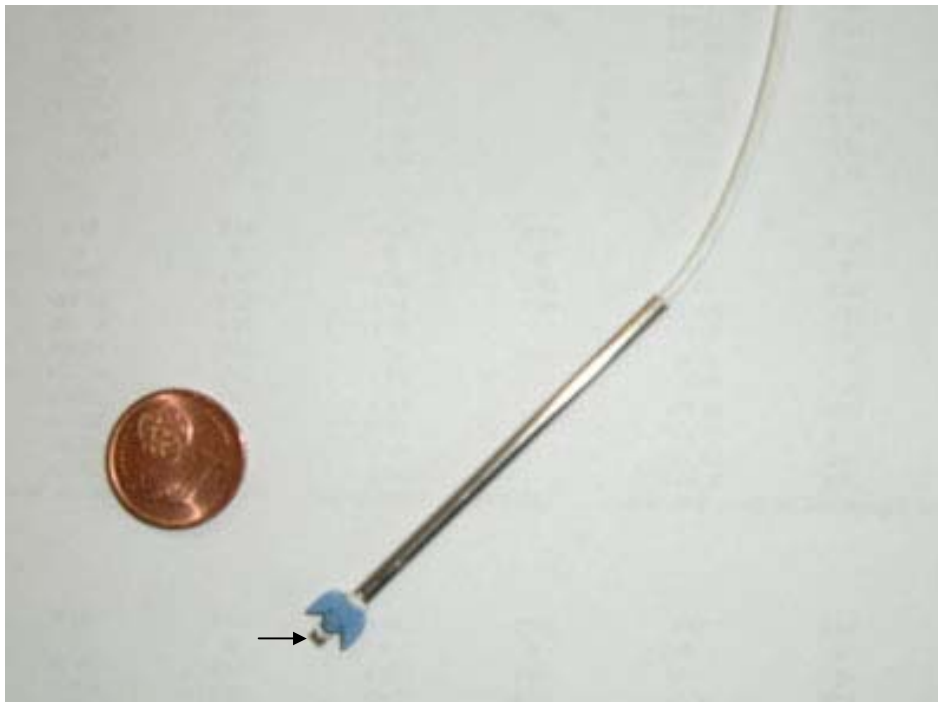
Transonic-Flowprobe zur akuten Messung des renalen Blutflusses. Das Gerät funktioniert nach dem Prinzip eines Doppler-Sonographen. Die *A. renalis* wird auf den mit einem Pfeil gekennzeichneten Haken gelegt und im 45°-Winkel beschallt. Das von den Erythrozyten reflektierte Signal wird dann auf der gegenüberliegenden Seite empfangen.
